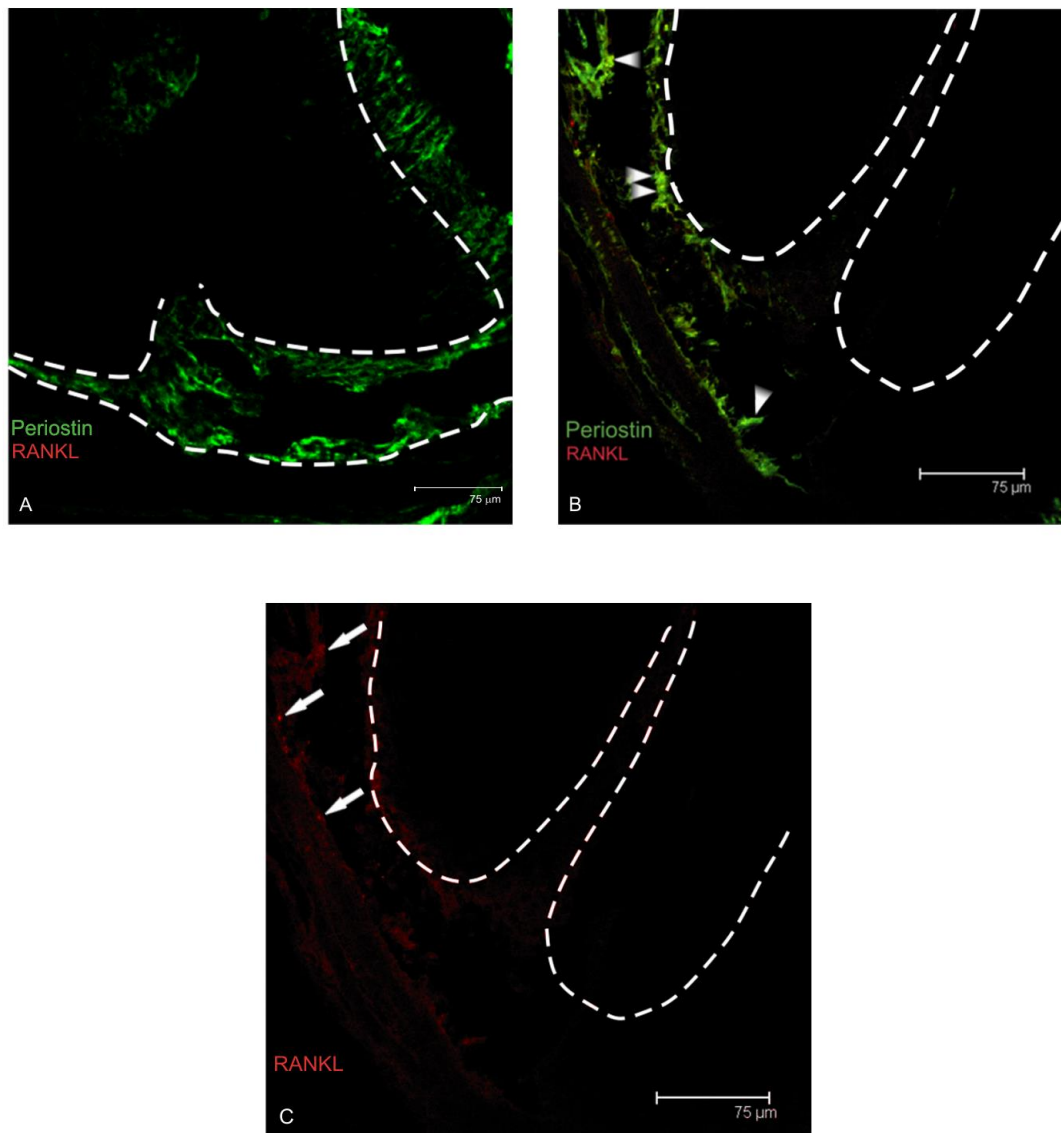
Expressão de periostina e mRANKL na região periapical do grupo controle e três dias após a exposição pulpar nos camundongos C57BL/6. Amostras do tecido periapical do grupo controle (A) e do grupo experimental (B e C). (B) representa a marcação com anti-periostina FITC (verde) e OPG-FC-biotina (vermelho) e (C) representa a marcação com OPG-FC-biotina para identificação das células que expressavam mRANKL. As cabeças das setas brancas indicam a colocalização de periostina⁺/RANKL⁺. As setas representam monócitos expressando mRANKL. A barra indica a escala.
